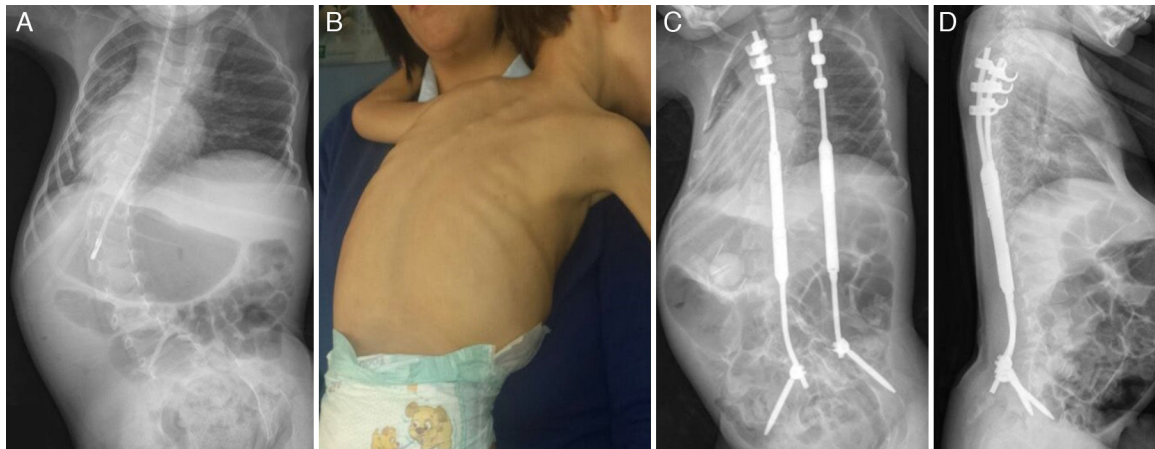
A) Radiografía posteroanterior de columna completa en la que se aprecia una curva toracolumbar izquierda con patrón en "C" y marcada oblicuidad pélvica. (B) Estado nutricional deficiente del paciente. (C) Radiografía posteroanterior de columna postoperatoria tras la colocación del montaje híbrido costopélvico. (D) Radiografía lateral de columna completa postoperatoria.
